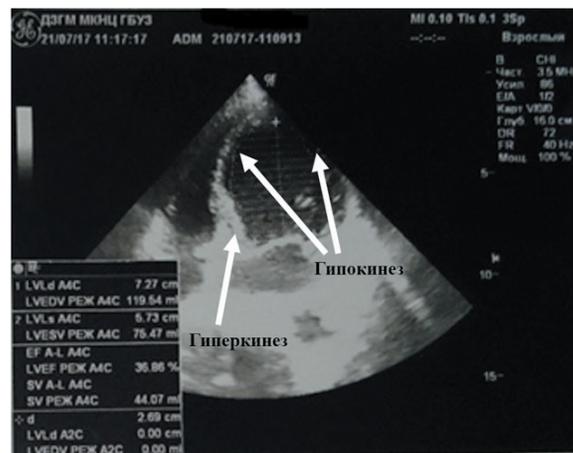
Клиническое наблюдение 1. Эхокардиограмма в четырехкамерной проекции в момент систолы желудочков. При оценке отмечался диффузный гипокинез передней стенки и межжелудочковой перегородки на уровне средних и верхушечных сегментов и гиперкинез базальных отделов левого желудочка (стрелки)
